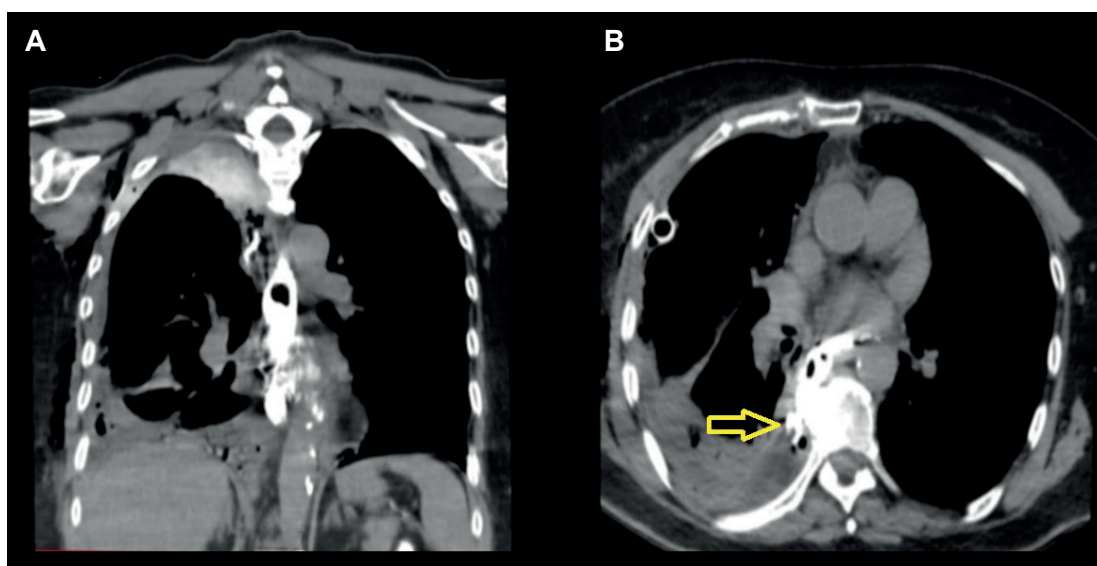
Esofagografía por tomografía con contraste oral. A. Corte coronal. B. Corte Axial. Flecha amarilla señala la extravasación por disrupción en topografía infracarinal hacia el espacio pleural derecho.
